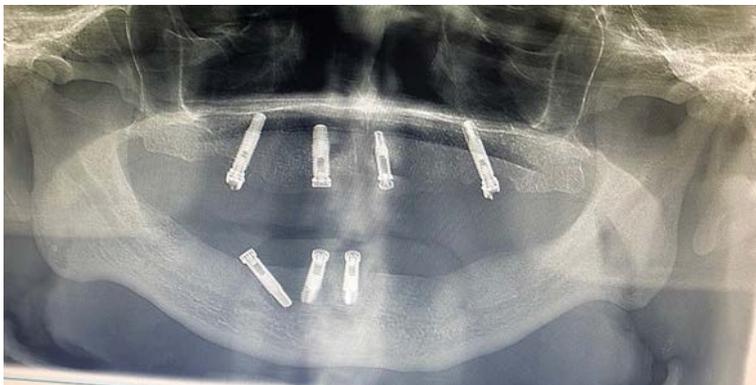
Ortopantomografía convencional.
